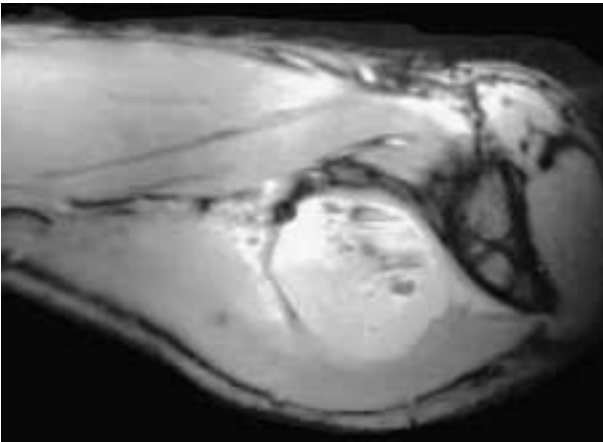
Quadro RM: sequenza SE pesata in T1 - scansione coronale obliqua. Si può osservare una disomogeneità di segnale con immagini di livello fluido-fluido in relazione alla componente emorragica della neoplasia.
